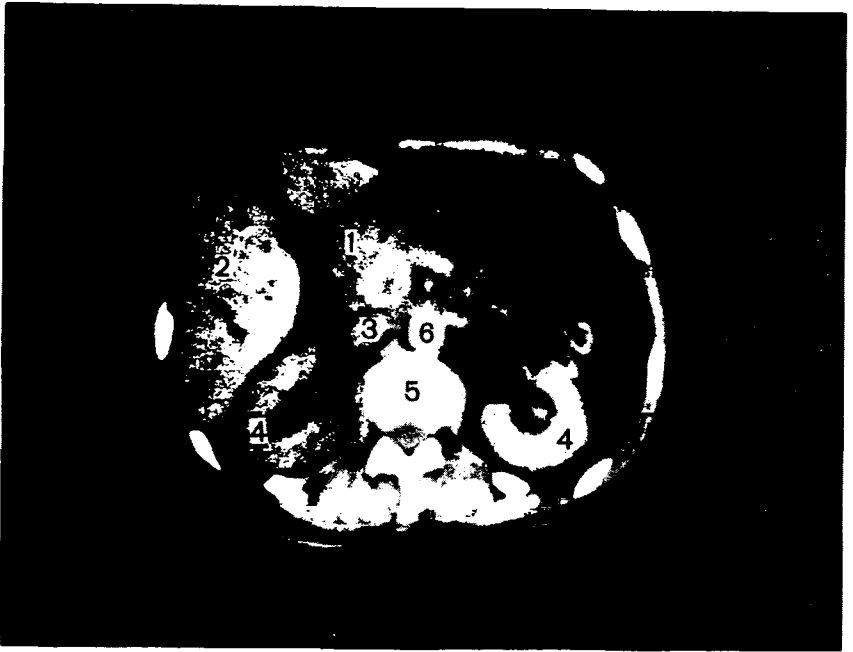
Рак головки поджелудочной железы. Компьютерная томограмма.
